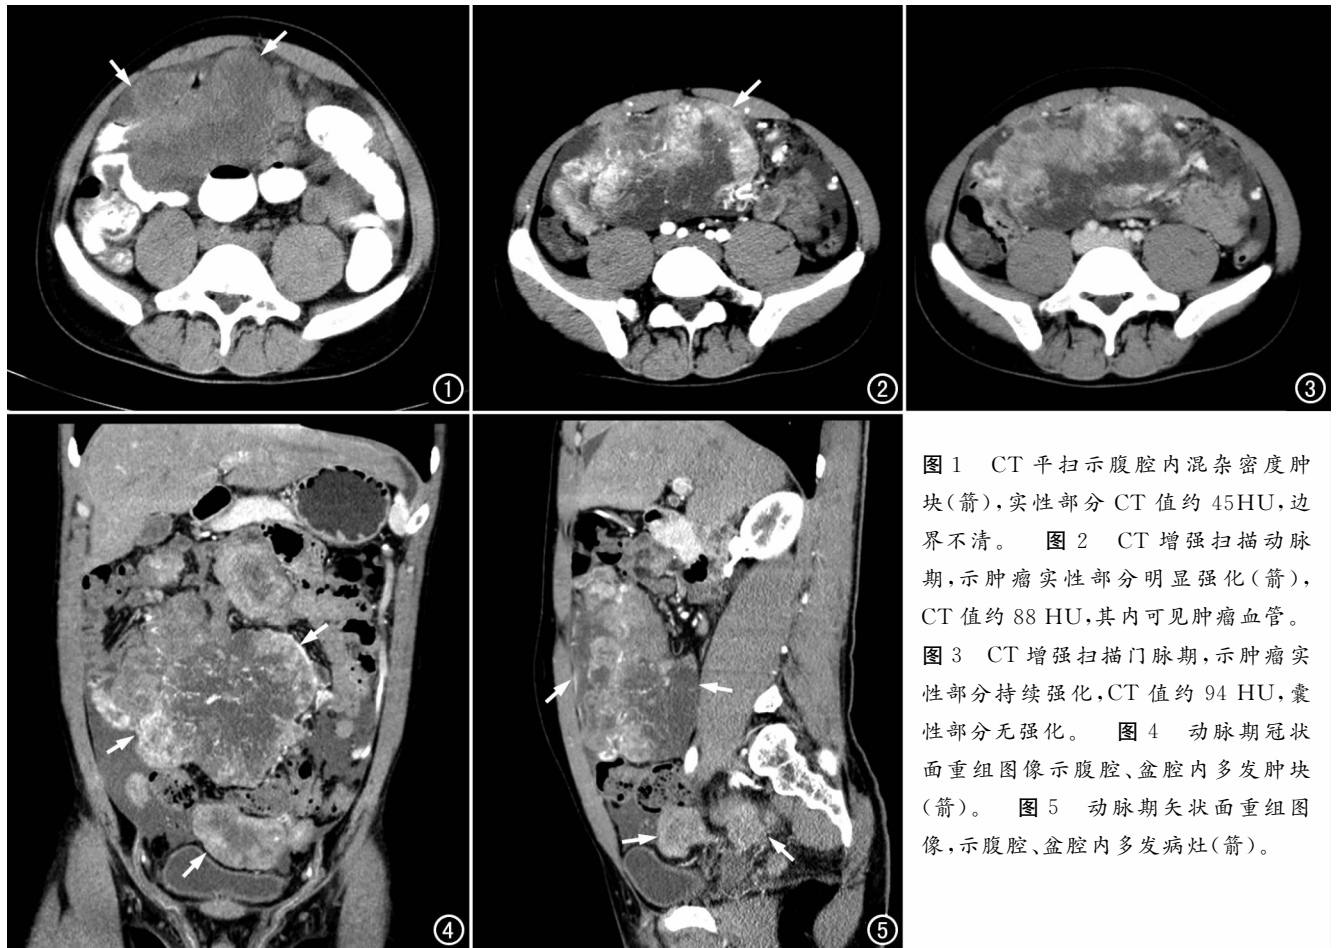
CT平扫示腹腔内混杂密度肿块(箭),实性部分CT值约45HU,边界不清。图2 CT增强扫描动脉期,示肿瘤实性部分明显强化(箭),CT值约88 HU,其内可见肿瘤血管。图3 CT增强扫描门脉期,示肿瘤实性部分持续强化,CT值约94 HU,囊性部分无强化。图4 动脉期冠状面重组图像示腹腔、盆腔内多发肿块(箭)。图5 动脉期矢状面重组图像,示腹腔、盆腔内多发病灶(箭)。
